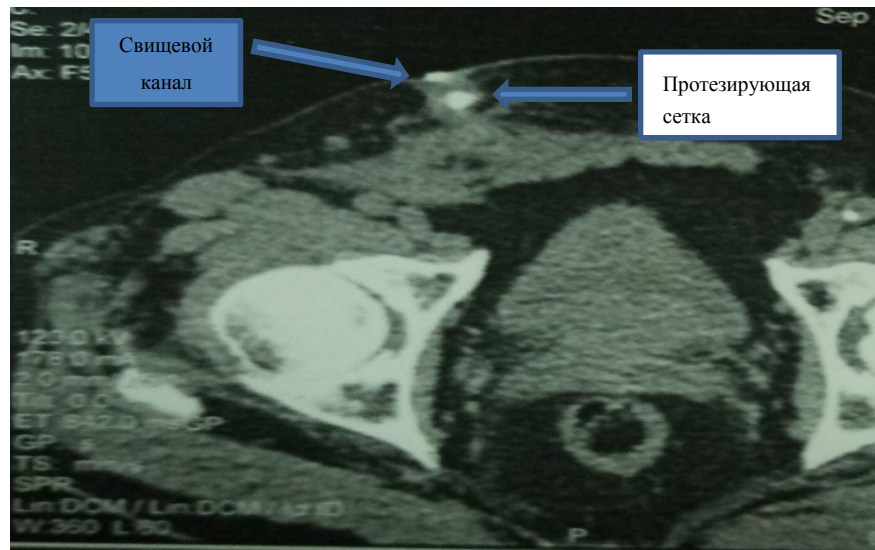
Компьютерная томограмма с контрастированием правой паховой области: виден свищевой канал, скопление контраста в гнойной полости и протезирующая сетка (указаны стрелками).
